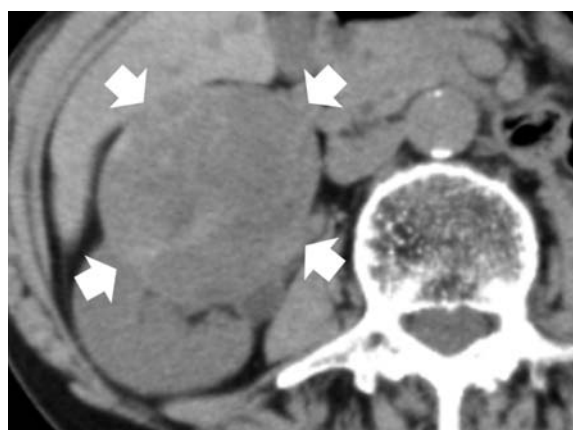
CT revealed an internal inhomogeneous mass in the right kidney.
